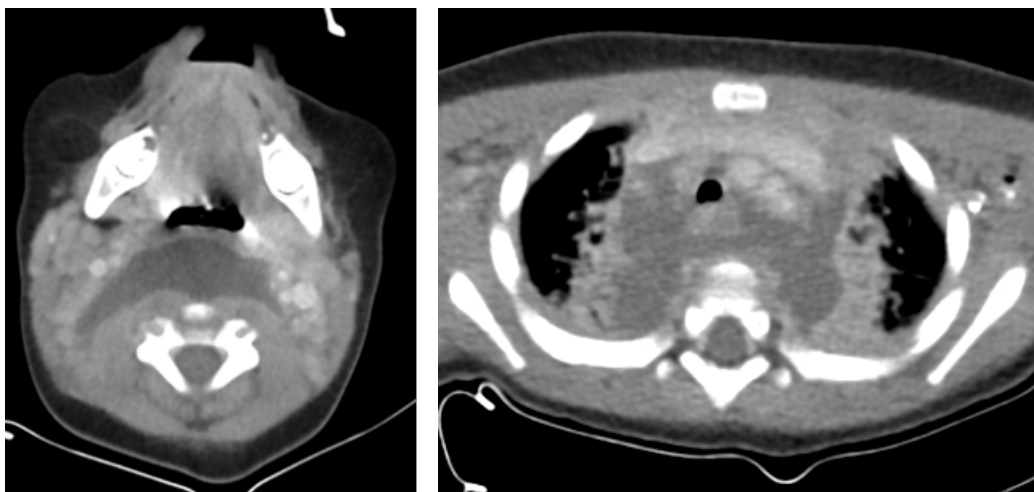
TAC en corte transversal donde se visualiza a nivel retrotraqueoesofágico colección y que extiende hasta a troncos supraaórticos..
